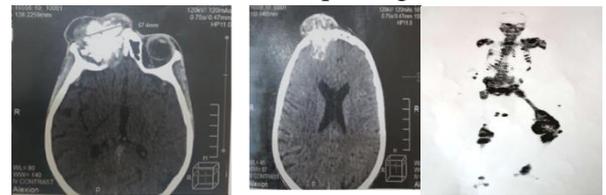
(A) volumineuse masse ostéolytique hétérogène calcifiée, s'étend au muscle oculomoteur interne et au canthus interne exerçant un effet de masse sur les autres structures orbitaires responsable d'une exophtalmie stade III. (B) prolongement intracrânien frontal droit de la masse tumorale. (C) Localisation secondaire de l'ostéosarcome à La scintigraphie osseuse
